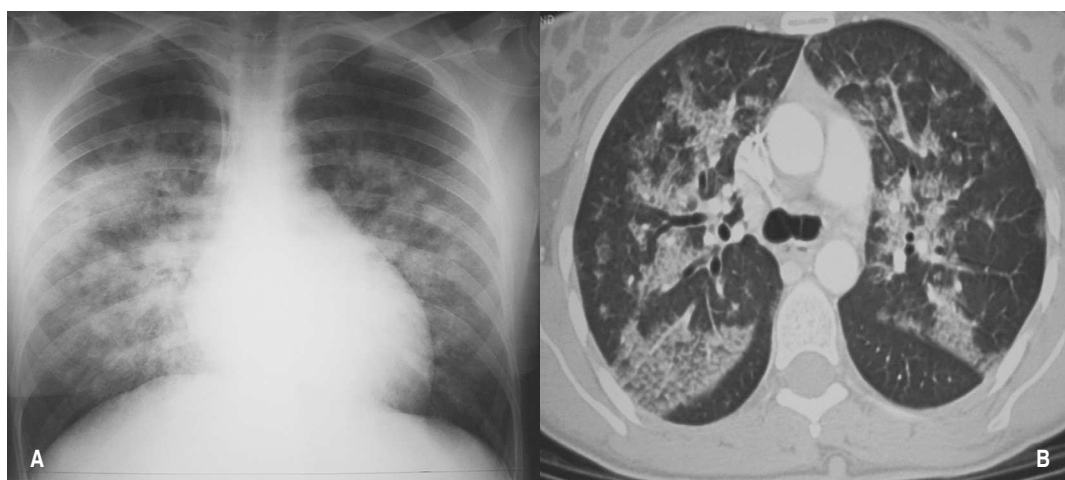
Hemorragia alveolar em doente com síndrome de Goodpasture – Rx tórax (A) e TC torácica (B)
